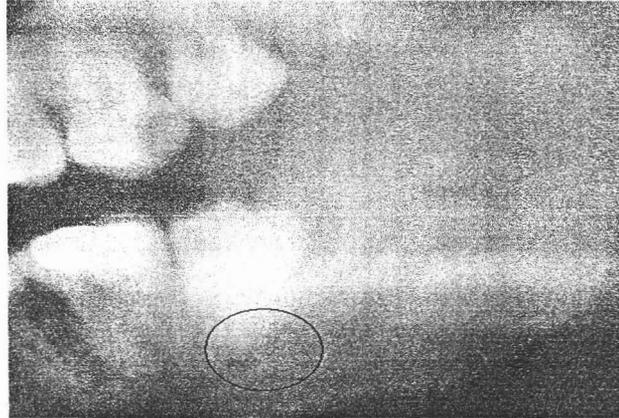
Cercanía de las Raíces del Tercer Molar Inferior con el Conducto Dentario Inferior visto en una Radiografía Panorámica
